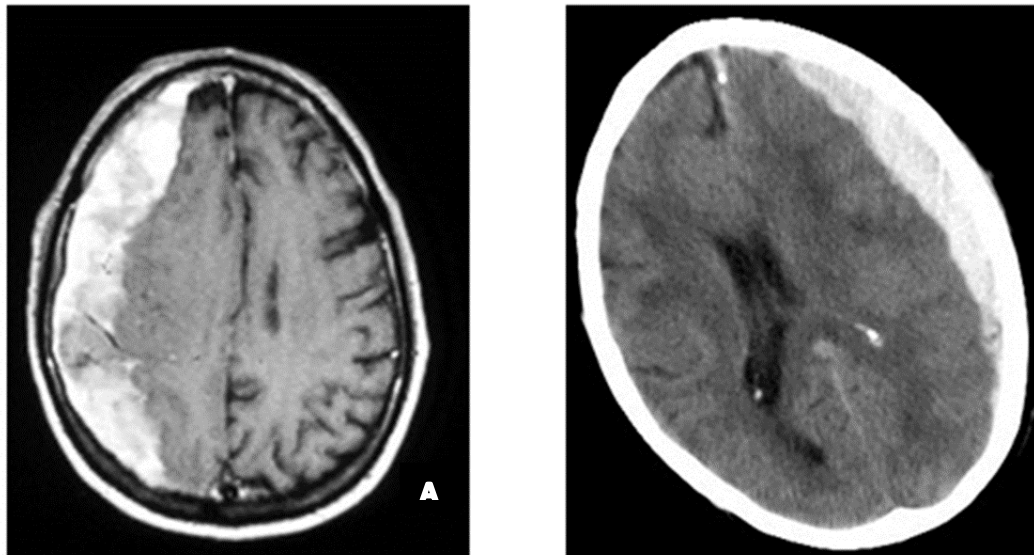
Hematoma Subdural agudo en (A) Secuencia de T1 en RMN y en (B)TEM cerebral
